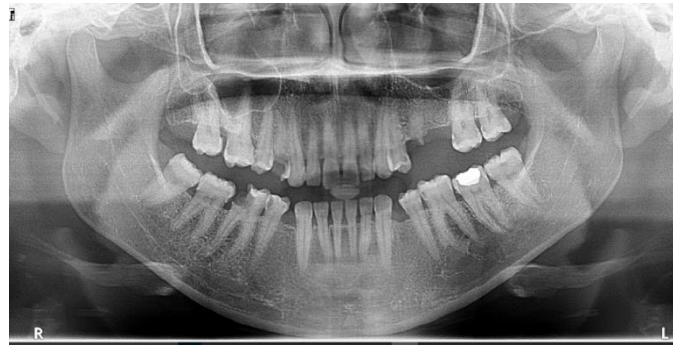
Radiographie panoramique du cas n°01.
